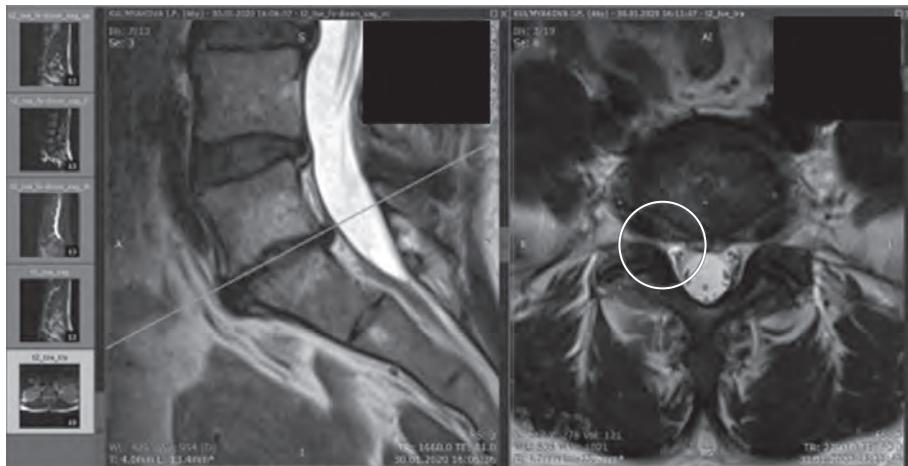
МРТ-картина пациента Д., 61 год, после лечения
